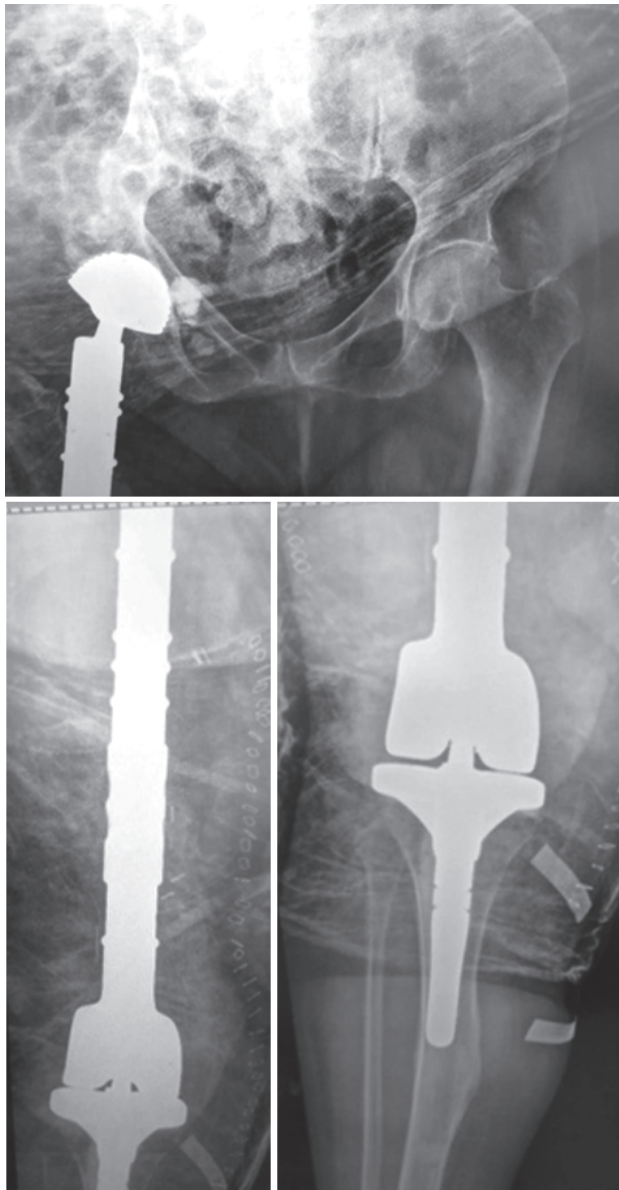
Radiographie standard du fémur post reconstruction
